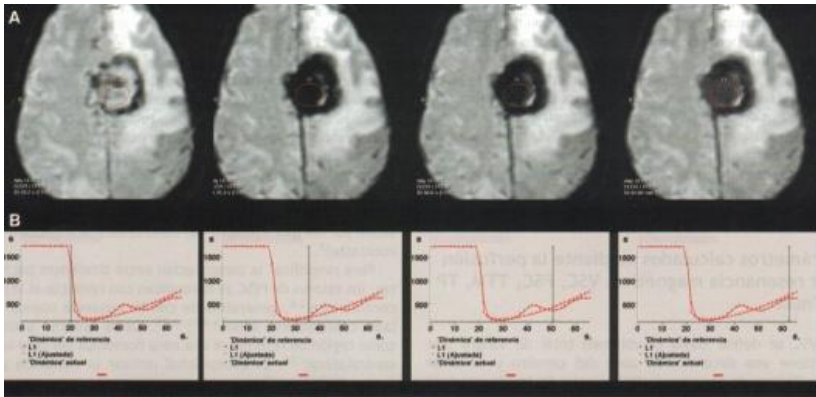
Ejemplo de fuga T2 en un estudio PRM, debido a la susceptibilidad magnética del contraste . A) las imágenes axiales de perfusión `por RM EPI potenciada en T2* representan el mismo plano en imágenes dinámicas sucesivas. B) Curva de perfusión con el indicador de la imagen dinámica correspondiente . Debido al efecto T2 por fuga de contraste se identifica una prolongación de la caída de señal en la neoplasia tras el primer paso de contraste por la microvasculatura cerebral. Este efecto se traduce en las imágenes EPI T2* por una marcada hipointensidad de la tumoración en todas las imágenes obtenidas tras la llegada del contraste. Tomado de J.A. Guzman de Villoria.
